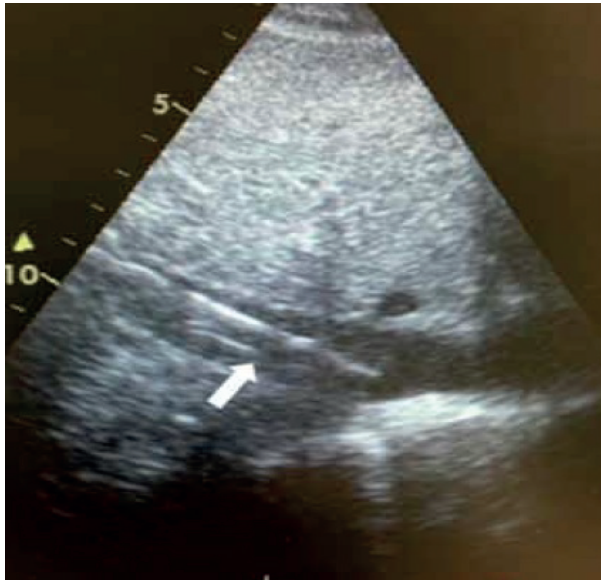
Transözofageal ekokardiyografide SVC içine yerleştirilmiş kanül görünümü
